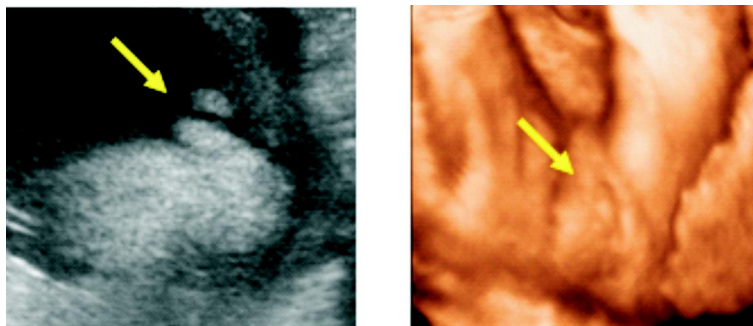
Ecografías bidimensional y tridimensional de genitales externos femeninos.
